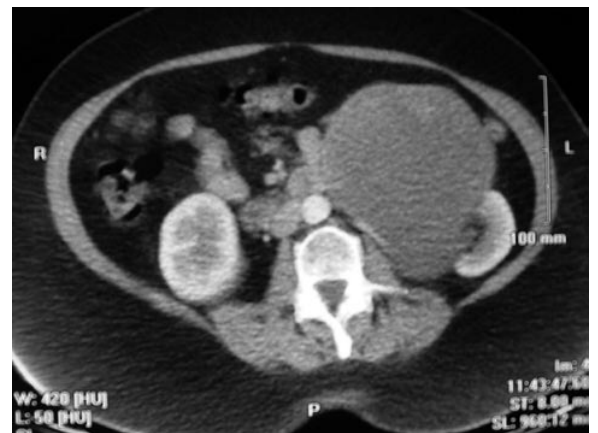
TAC. Gran masa renal izquierda.
